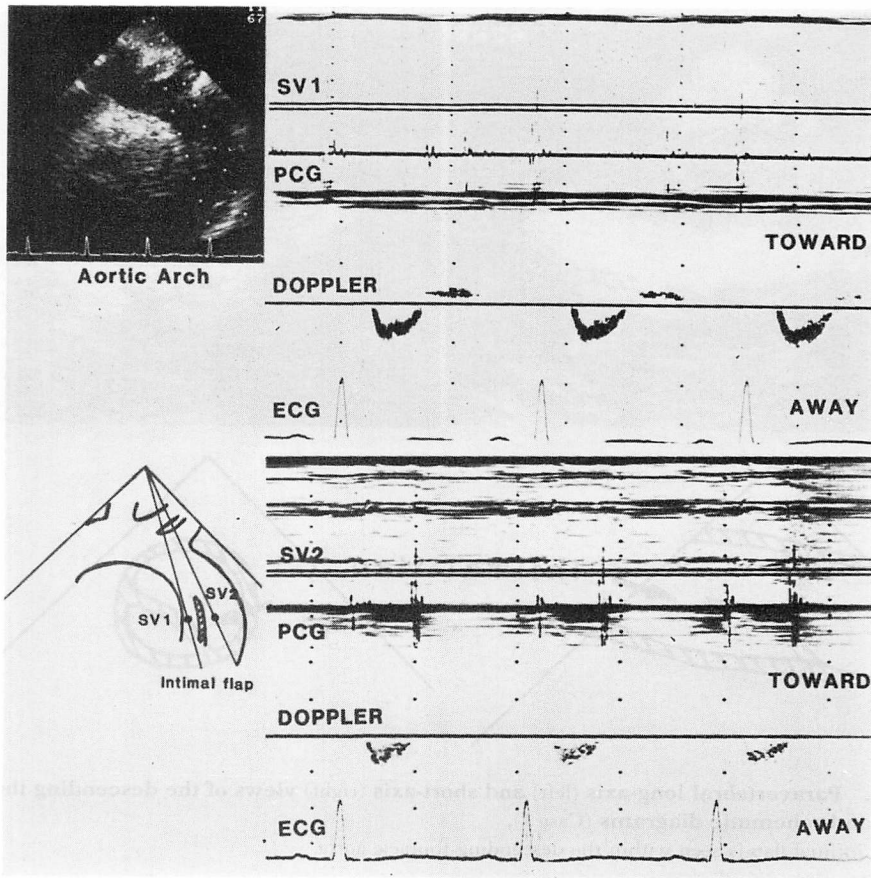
Pulsed Doppler flow signals obtained from the suprasternal notch (Case 1).
